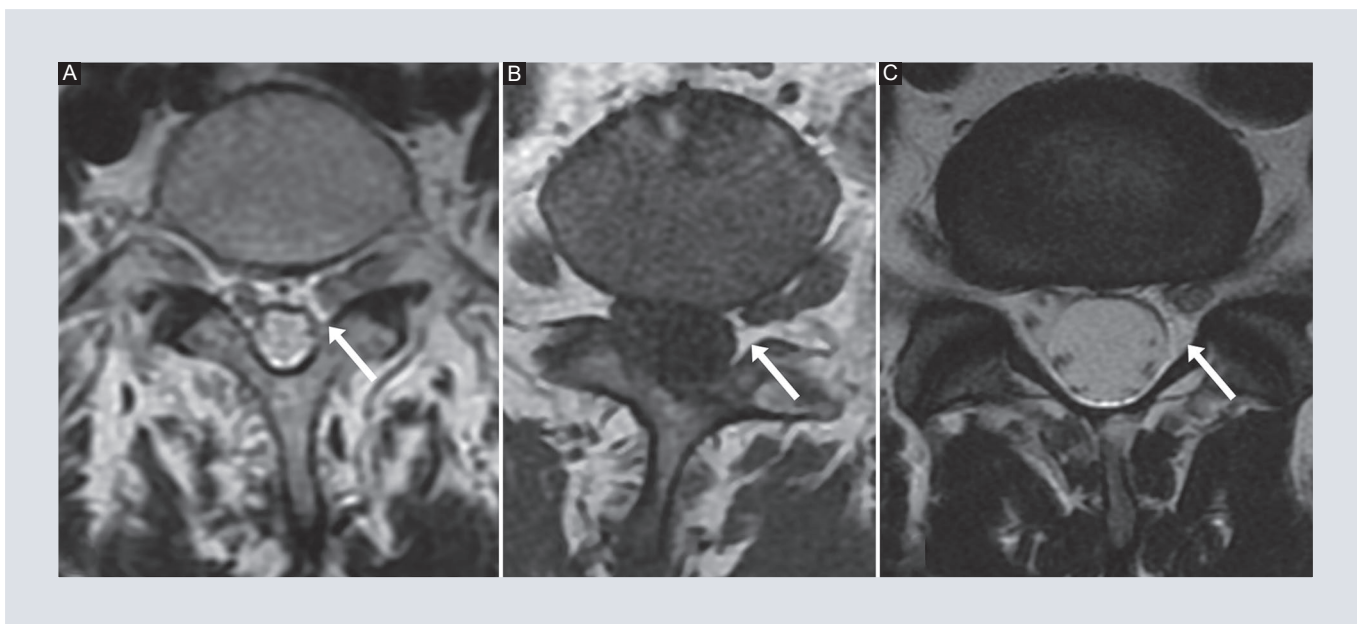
Imágenes de resonancia magnética en plano axial de tres pacientes con raíz nerviosa conjunta en nivel L5-S1 izquierdo, donde se observa el signo de medialuna grasa. A-C: imágenes ponderadas en T2. B: ponderado en T1, las flechas muestran el atrapamiento de grasa entre el saco dural asimétrico y la raíz nerviosa conjunta en cada caso.
